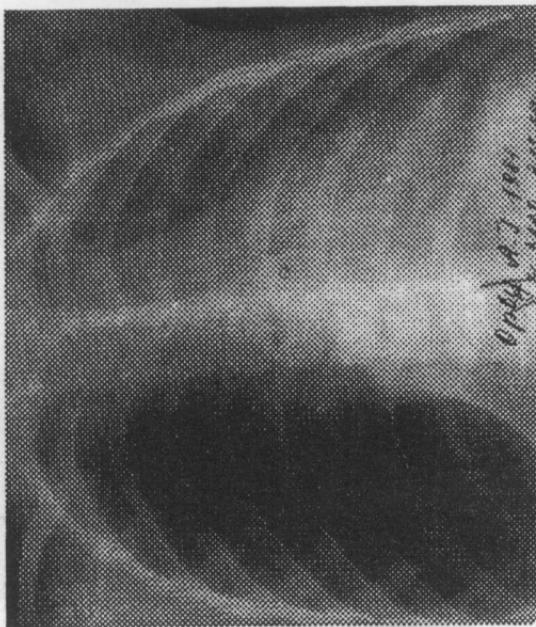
Radiografie. Bolnav în vîrstă de 15 ani. Pneumotorax compresiv pe dreapta.
